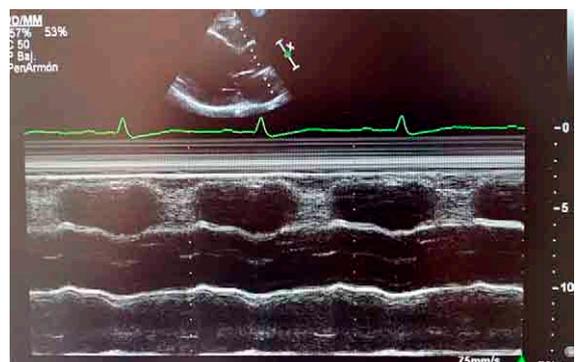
Ecocardiografía
